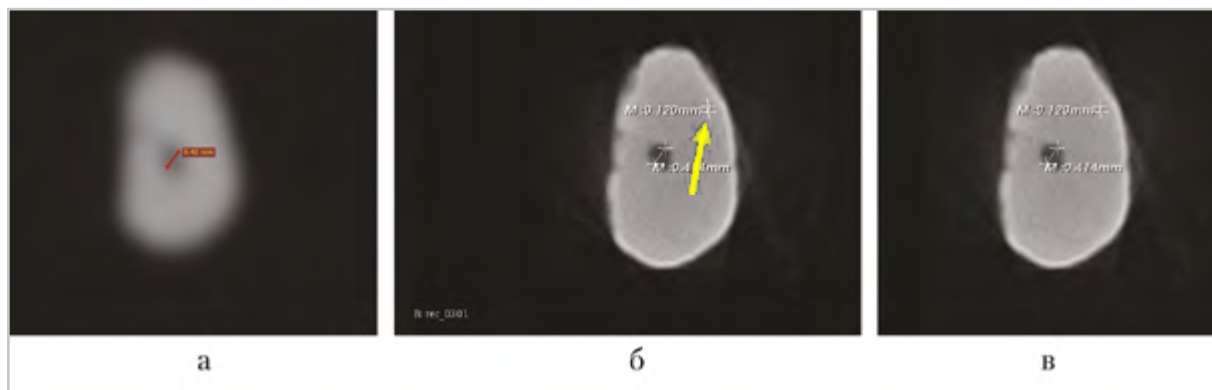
Томограммы апикальной трети корня удаленного зуба 1.5 в аксиальной плоскости: *а* — КЛКТ, очертания размытые, обнаружен один вертикально направленный канал; *б* — микроКЛКТ, очертания четкие, виден вертикальный канал, также хорошо различим дополнительный вертикально направленный канал (*стрелка*)
